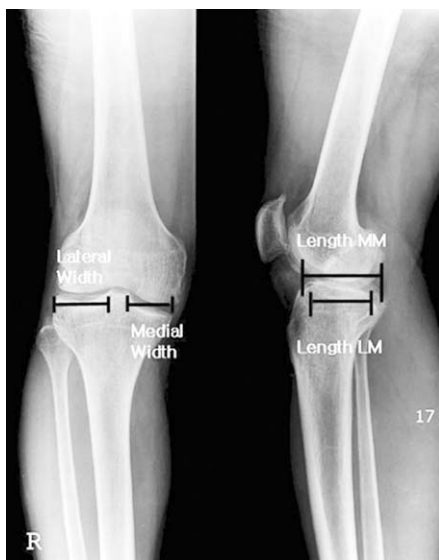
The true anteroposterior and lateral radiographs were used to measure the width and length of tibial plateau.
